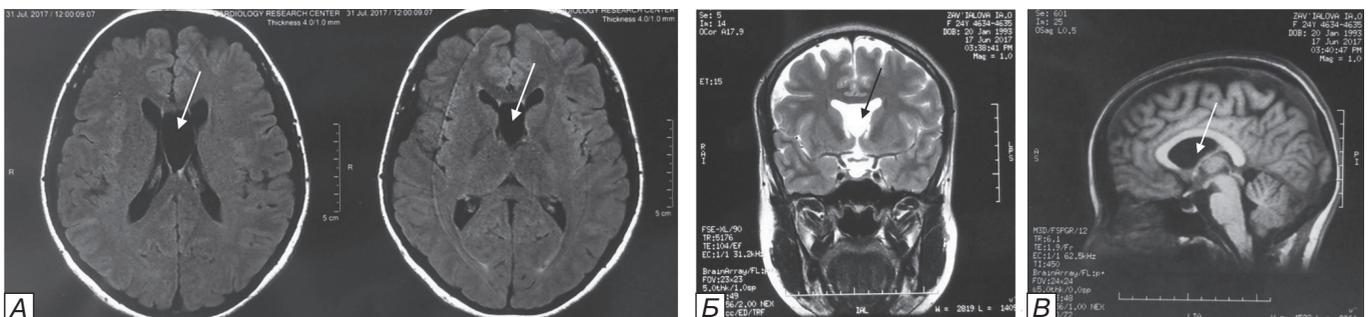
МРТ головного мозга больной 3., 24 лет: киста прозрачной перегородки (указано стрелкой). А — T1, аксиальная проекция, Б — T2, коронарная проекция, В — T1, сагиттальная проекция.
